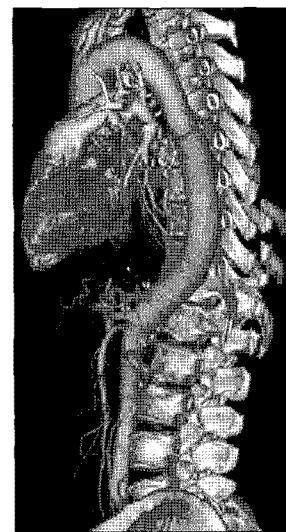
Three dimensionally reconstructed image of post operative CT shows.
